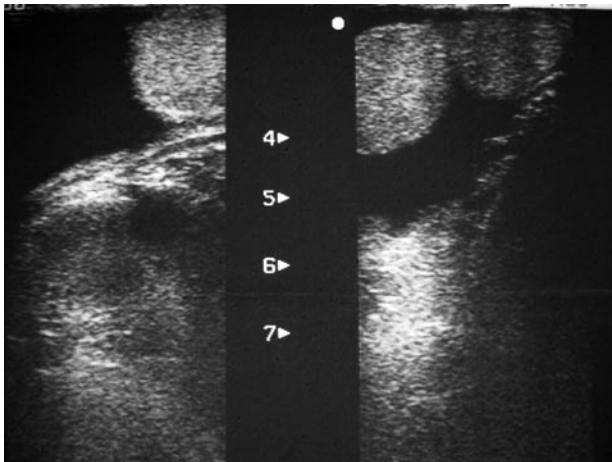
Ecografía escrotal, donde, en la derecha, se aprecian dos estructuras ecogénicamente similares y compatibles con testículo.
